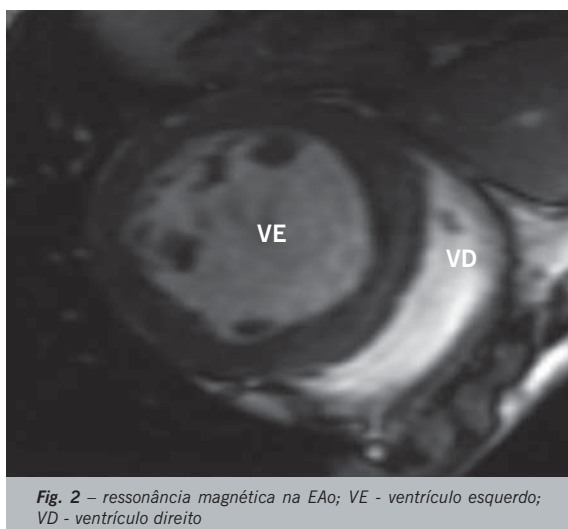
ressonância magnética na EAo; VE - ventrículo esquerdo; VD - ventrículo direito
